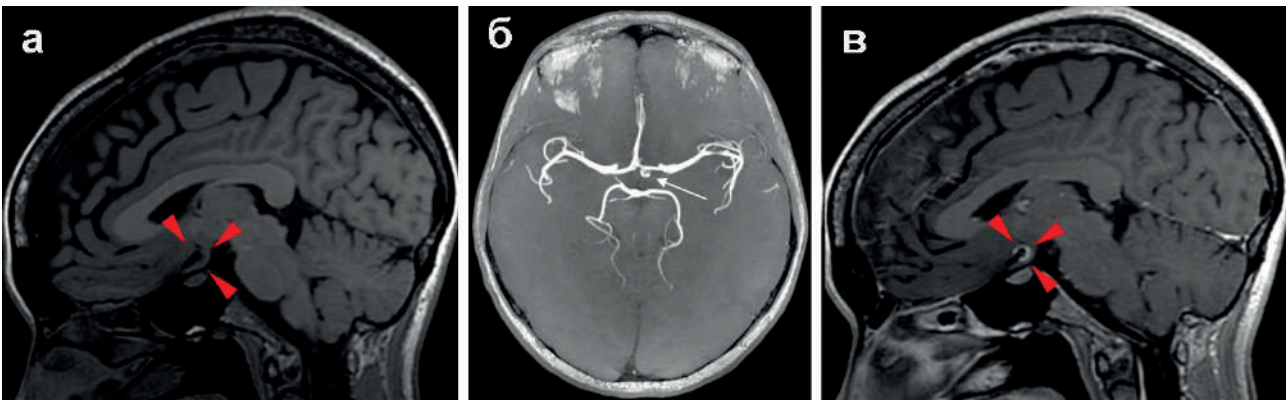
Клинически асимптомная аневризма. а - МРТ: сагиттальный срез, б - аневризма на ангиограмме, в - контрастное усиление выявляет накопление гадолиния в стенке аневризмы
